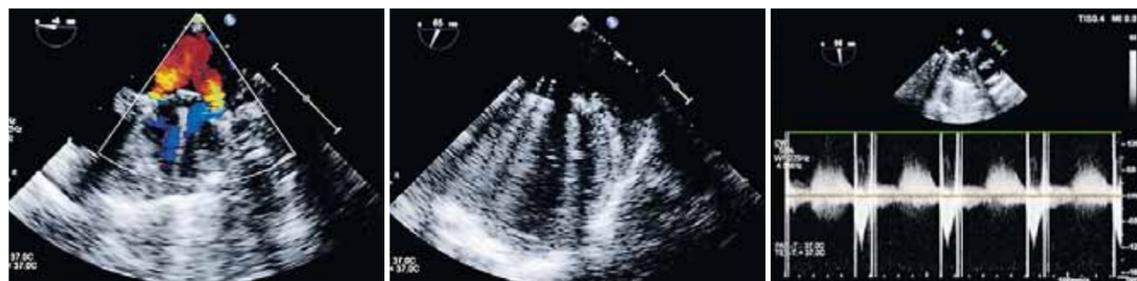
Postoperativer Zustand nach mechanischem Mitralklappenersatz. Links: symmetrisch konvergierende „washing“ jets in der Ventrikelsystole. Mitte: geöffnete mechanische Mitralklappe in der Ventrikeldiastole. Rechts: C“ Dopplerspektrum des transmitralen Einstroms.
